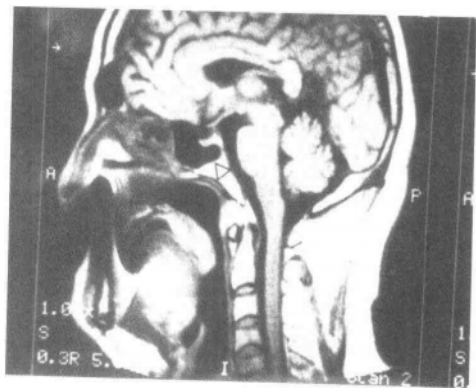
~b 鼻咽部 MRI 的 T₁ 加权正常解剖图
